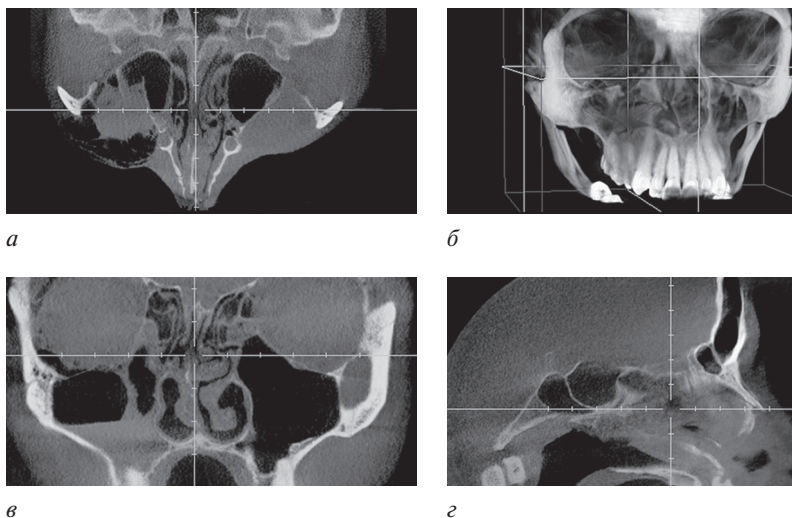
Конусно-лучевые компьютерные томограммы околоносовых пазух больного с сочетанными переломами: костей носа со смещением (*а*); нижней стенки правой орбиты с эмфиземой (*б*); передней стенки правой верхнечелюстной пазухи с гематосинусом (*в*) в сагиттальной проекции (*г*)
